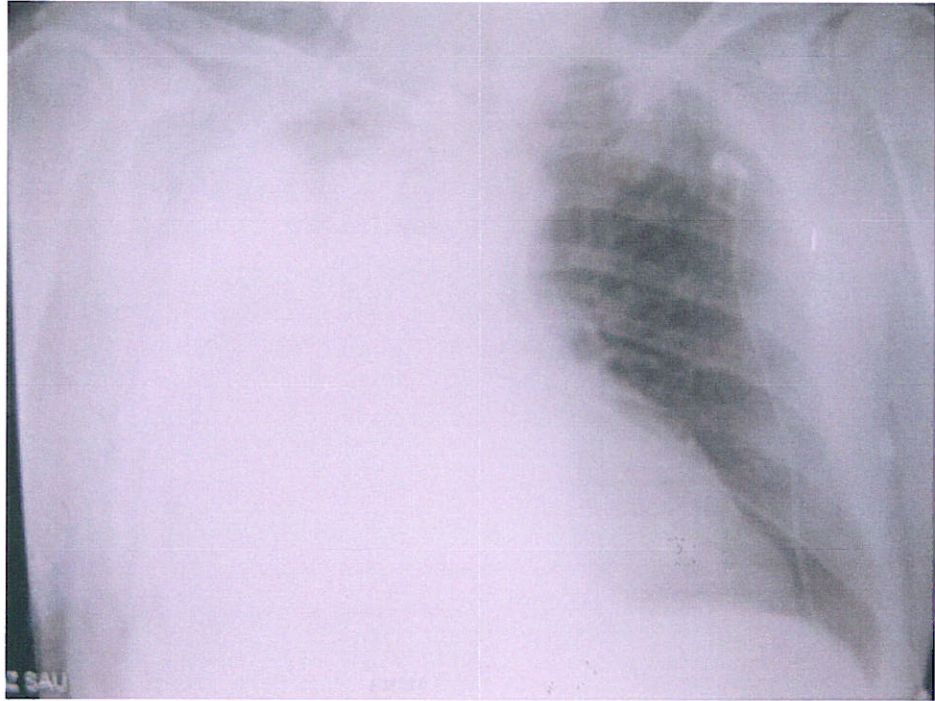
radiographie pulmonaire du 04.10.06.
